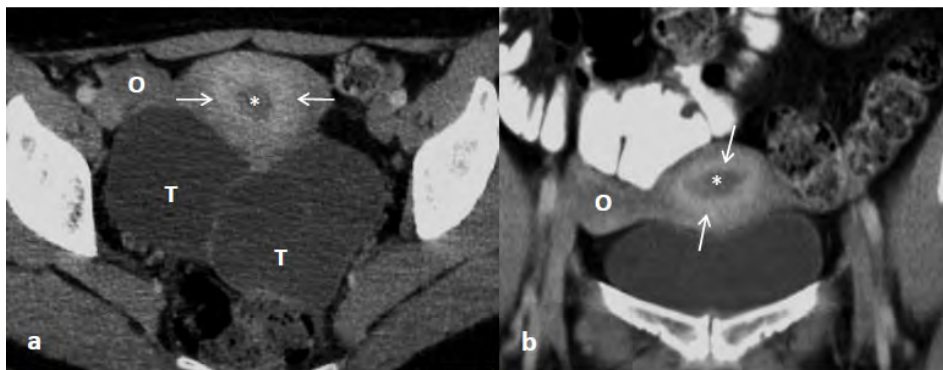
Na TC de avaliação da ressecabilidade de tumor anexial esquerdo misto em examinada com 41 anos, visualiza-se no plano axial (a) e reconstrução no plano coronal (b) obtidos num tempo venoso portal (aos 70 segundos) um padrão de captação tipo 1 subendometrial espesso, com captação de contraste miometrial em banda (setas) delimitando externamente o endométrio (asterisco). Em (a) identifica-se em localização retro-uterina o tumor anexial esquerdo ultrapassando a linha média (T), visualizando-se o ovário direito (O) sem alterações.
